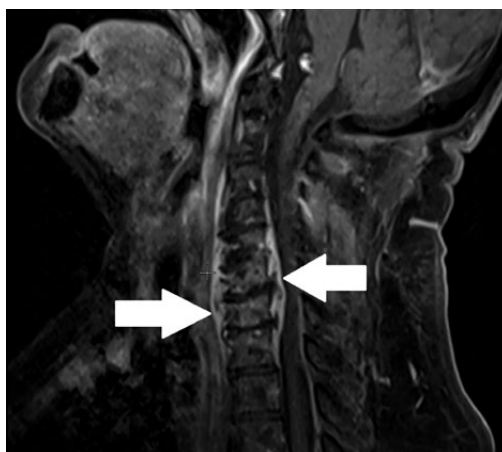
МРТ шейного отдела позвоночника (сагиттальная проекция), режим T1 DIXON CA.
